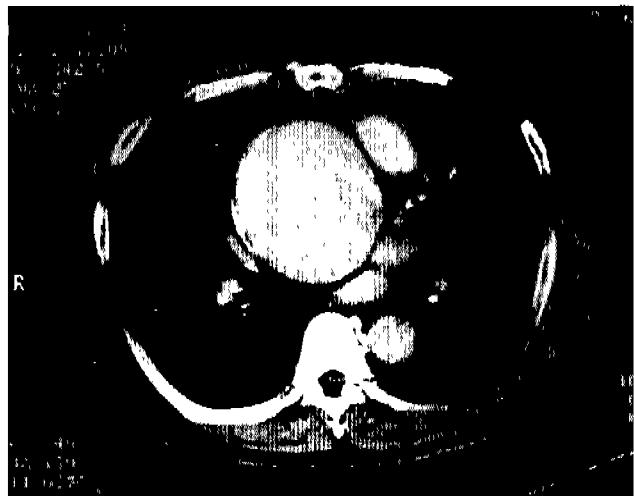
Preoperative chest CT shows a dilated ascending aorta(diameter=9cm).
